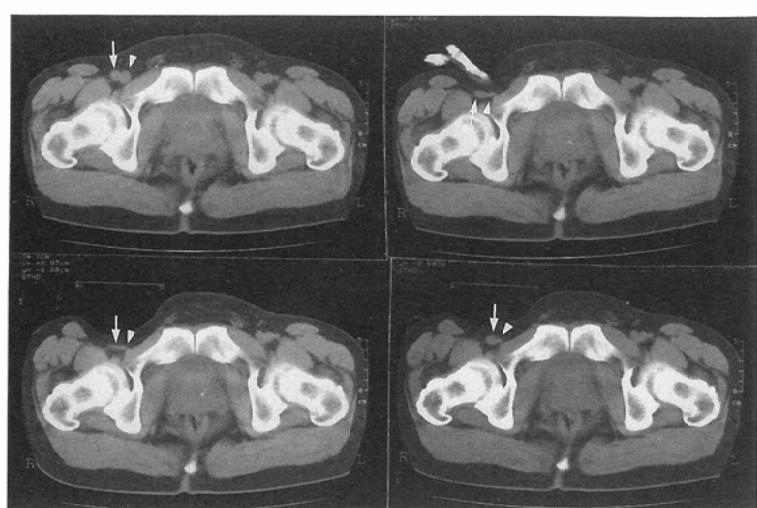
X-ray Computed Tomograph at the level of puncture into femoral artery: Femoral artery (arrow) and femoral vein (arrow head) are demonstrated in the upper left photograph taken before arrest of hemorrhage. These are compressed into disk on the arrest of hemorrhage using conventional method by fingers in the upper right photograph, and almost same condition in using FemoStopTM at the pressure 100mmHg as shown in the lower left photograph. And then, femoral artery almost back as shown in the lower right photograph, but femoral vein is compressed still.
